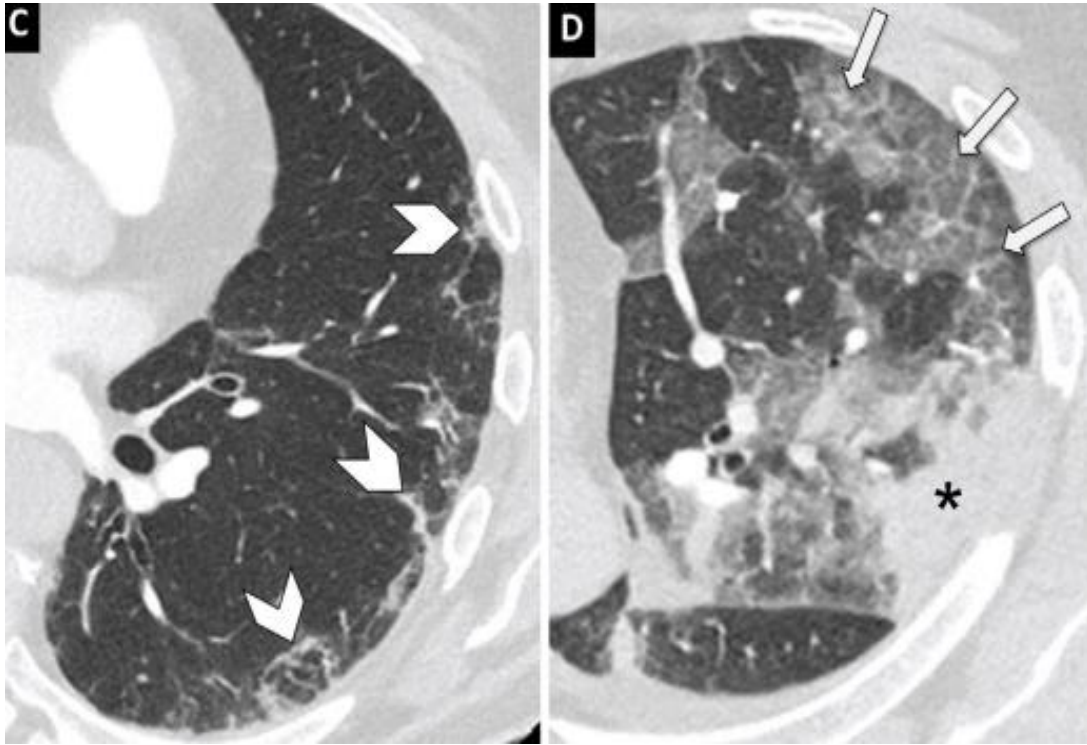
Cortes axiales de TAC con patrón en empedrado.
